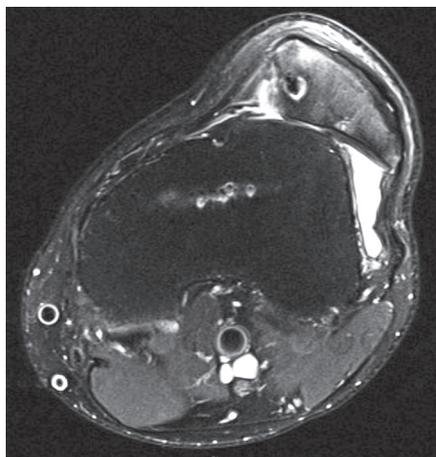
Сохраняющаяся латеропозиция надколенника. Послеоперационная МРТ левого коленного сустава, T2 изображение, выполненное в аксиальной плоскости
